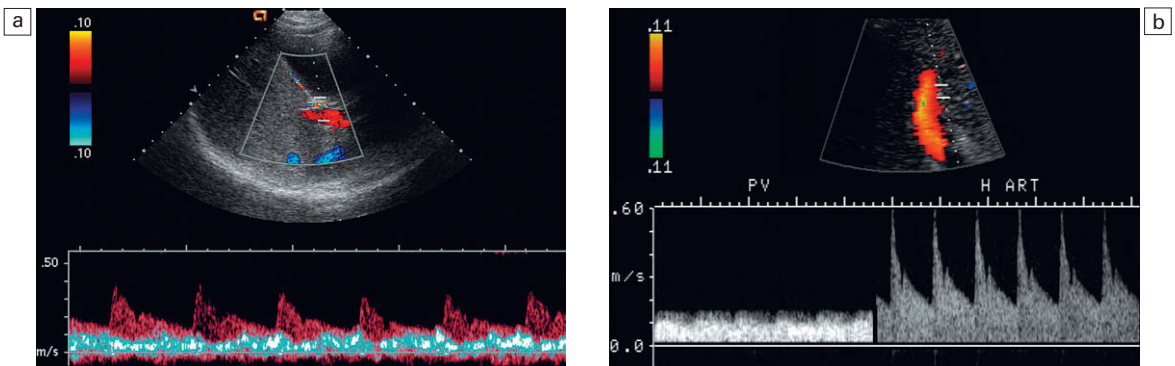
Trazado espectral Doppler combinado de la arteria hepática y de la vena porta. Al ensanchar el volumen de muestreo (a) o al alternar el transductor entre la arteria hepática y la vena porta dentro del mismo trazado (b), se pueden comparar directamente las velocidades relativas de la arteria hepática y la vena porta. Hay una relación de velocidad normal entre la arteria hepática y la vena porta en estos pacientes. La velocidad diastólica en la arteria hepática en un paciente en ayunas es normalmente igual o ligeramente inferior a la velocidad en la vena porta.
